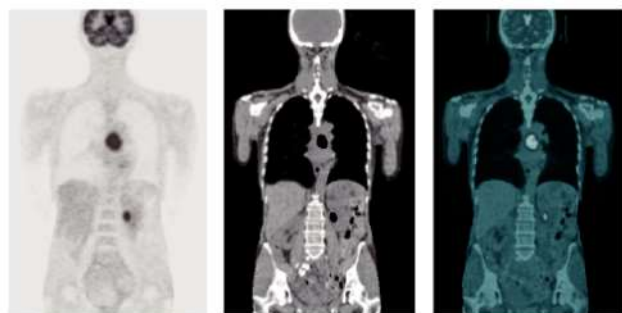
Ganzkörper-PET, Ganzkörper-CT und Fusionsbild PET/CT mit einem krankhaften Herd im Brustkorb (v.l.n.r.)
